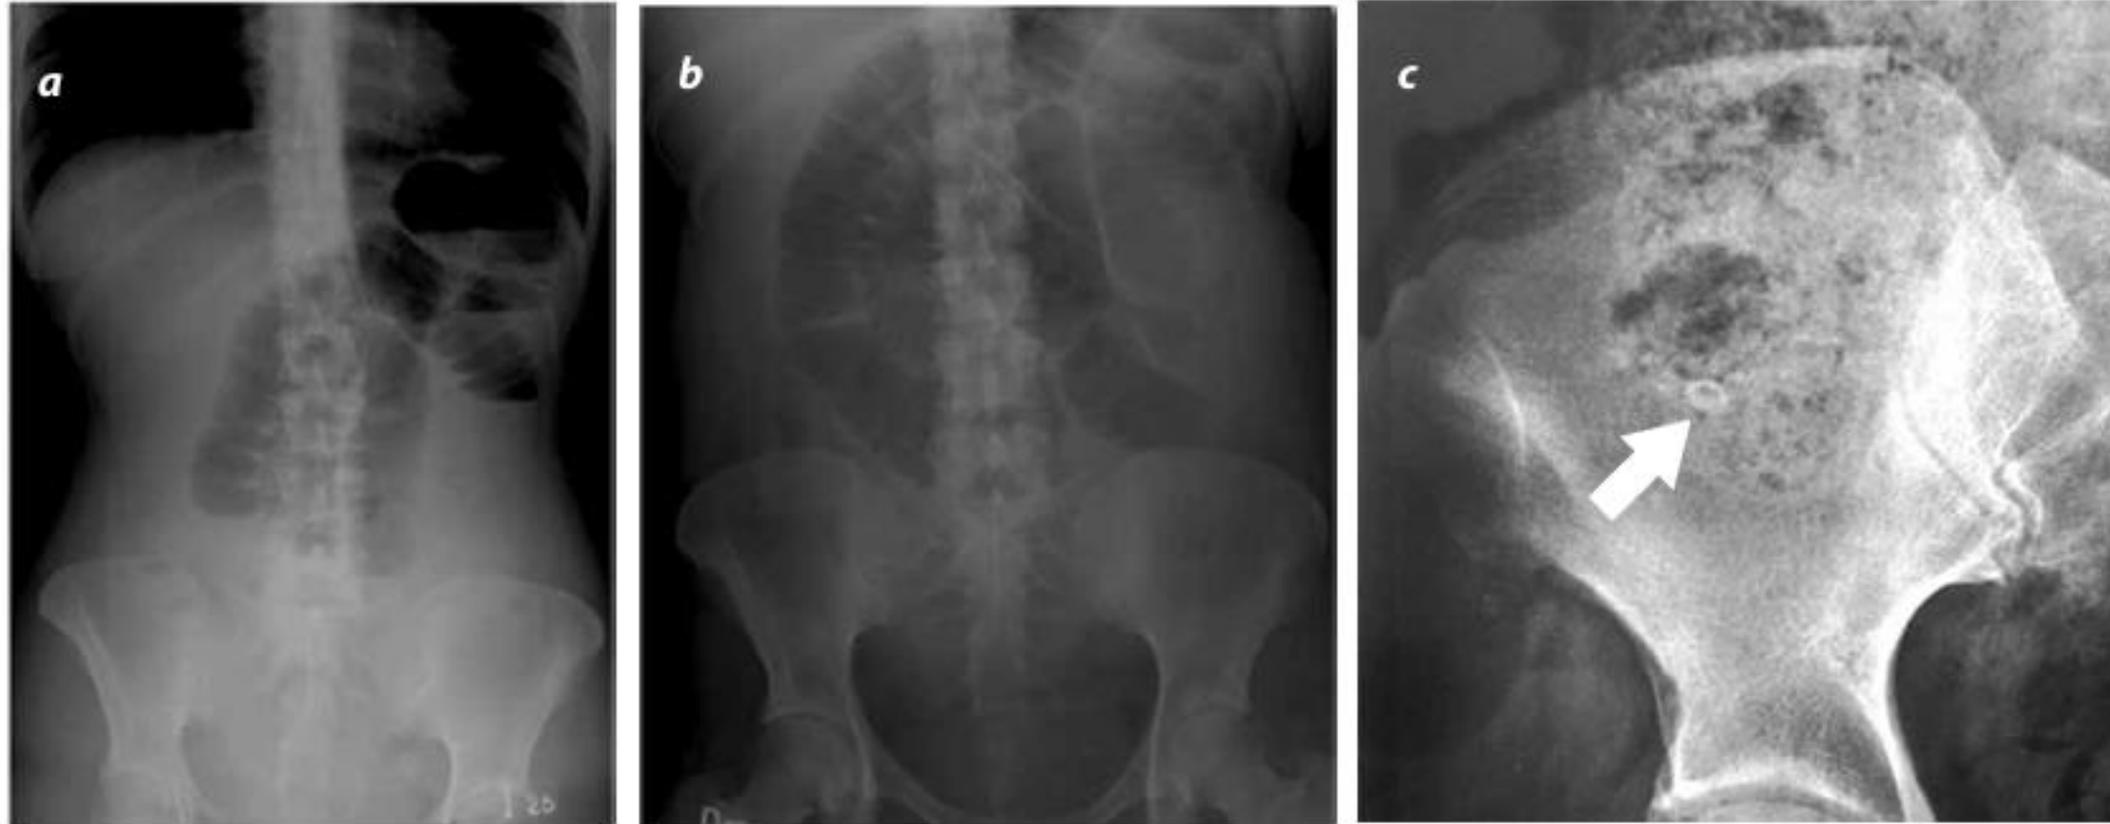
Radiografía de abdomen en proyección frontal, (a) en posición vertical y (b) en decúbito supino. Se visualiza un patrón gaseoso intestinal anormal, dado por la dilatación de las asas intestinales delgadas en el hemiabdomen superior, sin configurar un patrón obstructivo en una paciente con plastrón apendicular; este es un hallazgo sugestivo de íleo, el cual se visualiza con frecuencia en pacientes con apendicitis aguda. c) Acercamiento de una radiografía de abdomen en el cuadrante inferior derecho en el cual se visualiza una imagen con morfología ovalada y una densidad de calcio que corresponde a un apendicolito (flecha).
